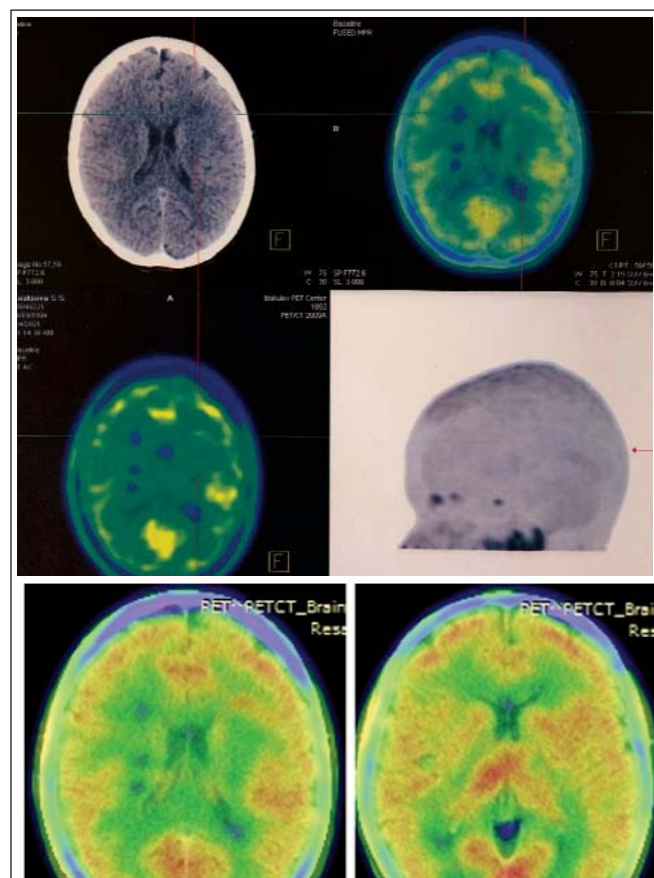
Изображения, полученные при ПЭТ-КТ головного мозга пациентки С. (от 04.02.2021 г.)
